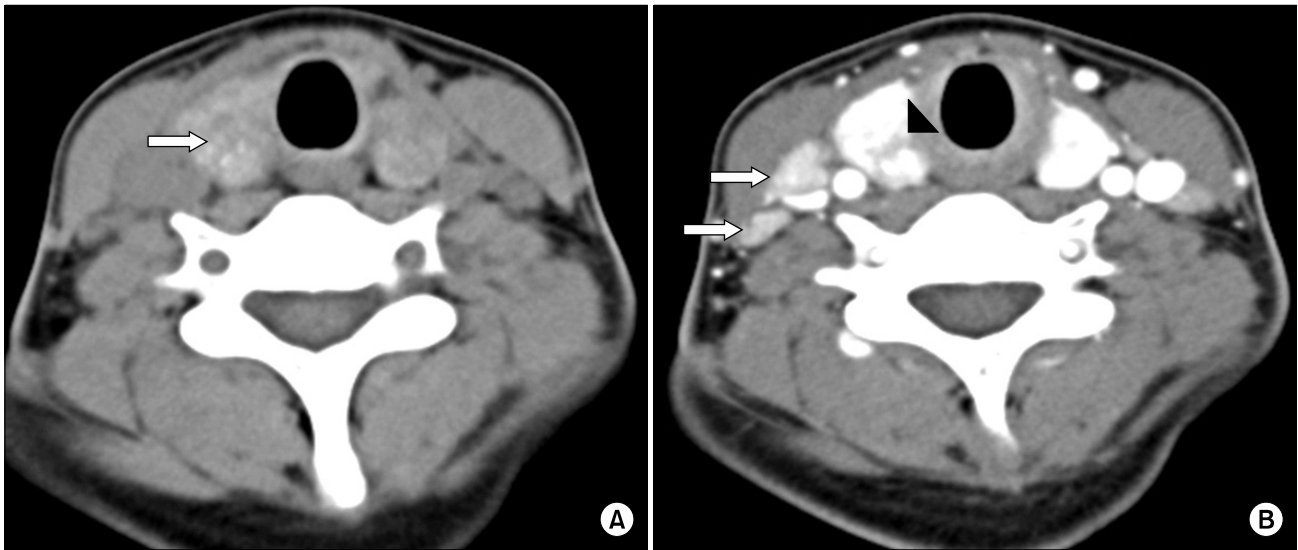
Axial CT images of thyroid DSPC. (A) Pre-contrast CT image shows diffuse punctate calcific densities in both thyroid lobes, findings indicative of microcalcifications (white arrow). (B) Axial contrast-enhanced CT image shows heterogeneous enhanced both thyroid parenchymas and multiple enhanced metastatic lymph nodes with ill defined margins in right neck (white arrow). A poorly enhanced small nodule is noted in right thyroid lobe (arrowhead).
